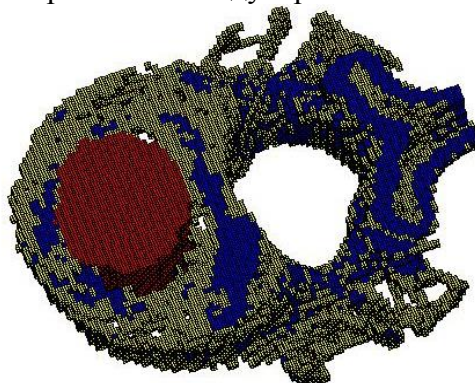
Воксельная модель позвонка с полостью (3D реконструкция расчётной модели, созданной на основе КТ-снимков)
